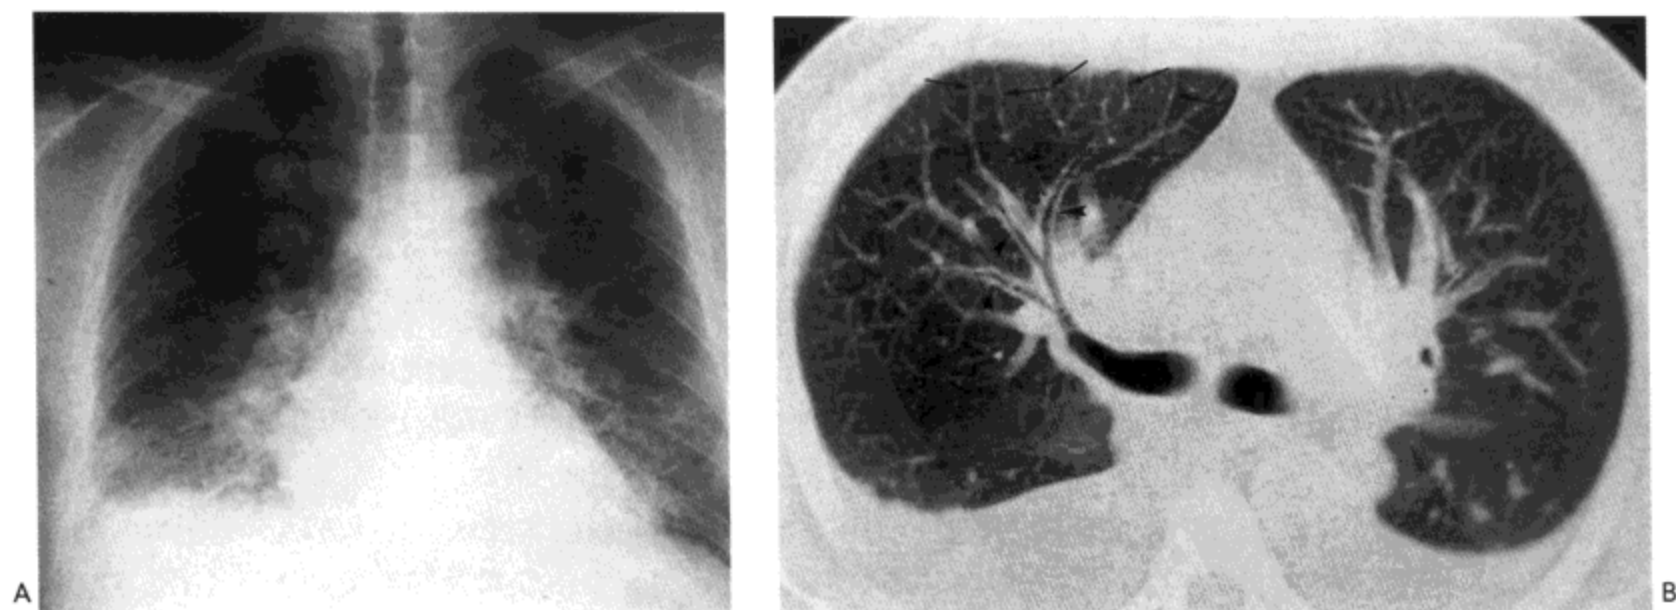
急性嗜酸细胞性肺炎。A: X 线胸片示肺门与下叶肺血管标记增大, 下肺边界模糊的磨砂玻璃密度与小量胸腔积液。表现与静脉性肺水肿的表现相似。B: CT 影像显示弥漫性分布的小叶间隔增厚 (箭号), 磨砂玻璃样密度与支气管血管束增厚 (箭头)。病人男, 28 岁。
